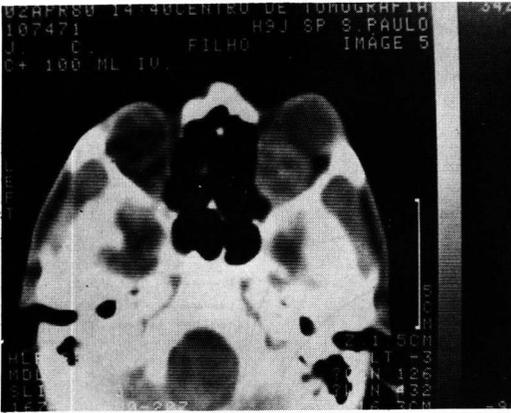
Tomografia computadorizada, feita com contraste, indica uma massa retrobulbar direita.
